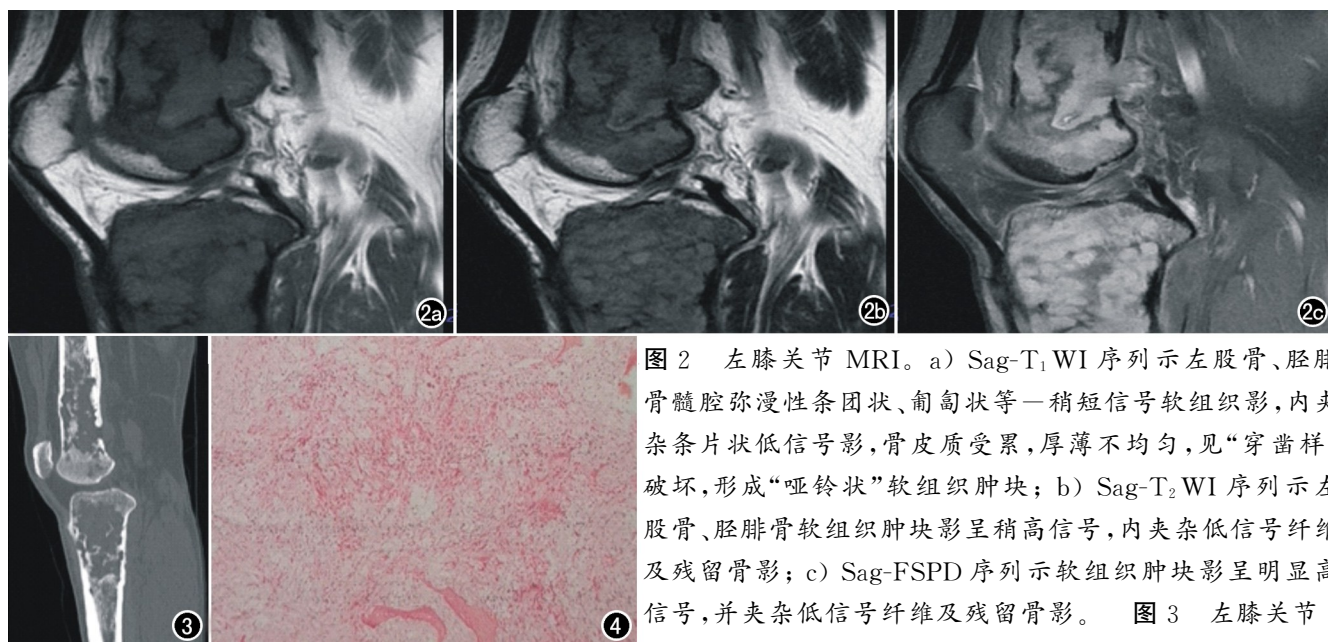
左膝关节 MRI。a) Sag-T₁WI 序列示左股骨、胫腓骨髓腔弥漫性条团状、匍匐状等一稍短信号软组织影,内夹杂条片状低信号影,骨皮质受累,厚薄不均匀,见“穿凿样”破坏,形成“哑铃状”软组织肿块; b) Sag-T₂WI 序列示左股骨、胫腓骨软组织肿块影呈稍高信号,内夹杂低信号纤维及残留骨影; c) Sag-FSPD 序列示软组织肿块影呈明显高信号,并夹杂低信号纤维及残留骨影。图 3 左膝关节
